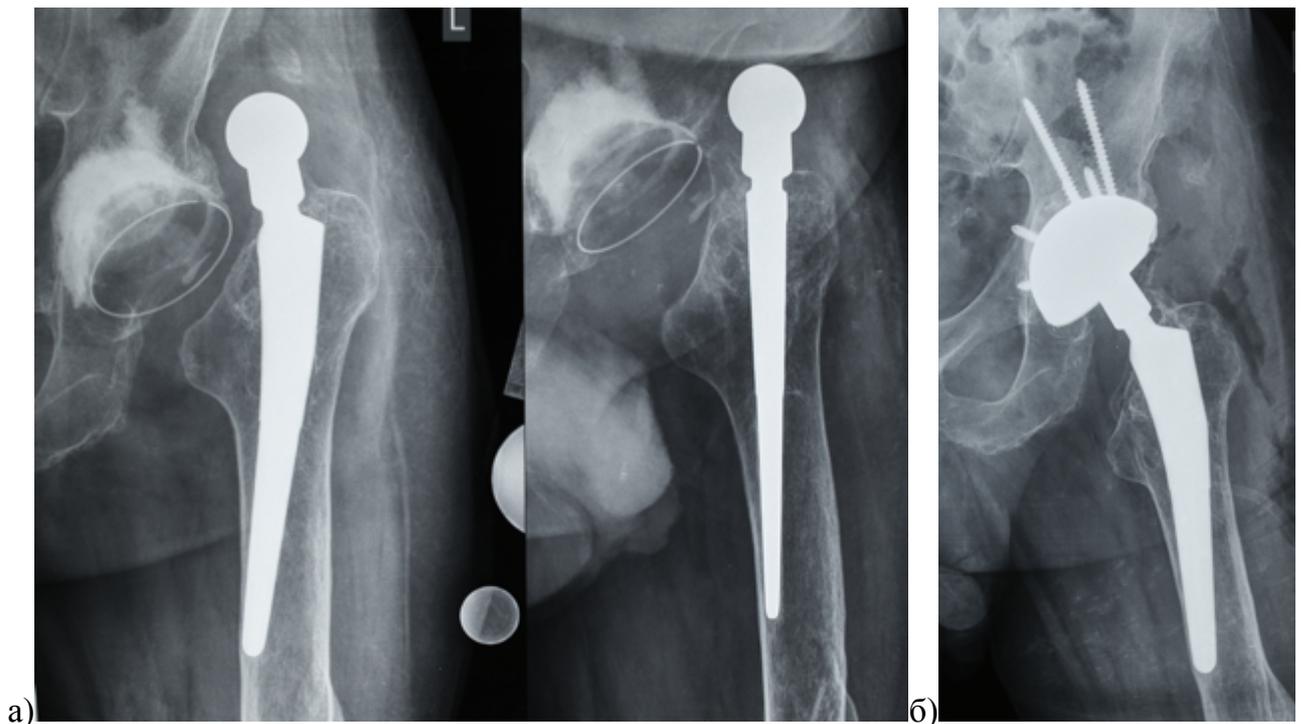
Рентгенограммы пациента с 56 лет с первичным коксартрозом, эндопротезирование выполнено год назад: а) на прямой и боковой проекциях тазобедренного сустава визуализируется нарушение позиционирования обоих компонентов эндопротеза, что и послужило причиной вывиха; б) учитывая хорошую фиксацию бедренного компонента была выполнена только замена чашки, установлен ревизионный вертлужный компонент из трабекулярного металла, а в качестве вкладыша использована цементная чашка с двойной мобильностью.
